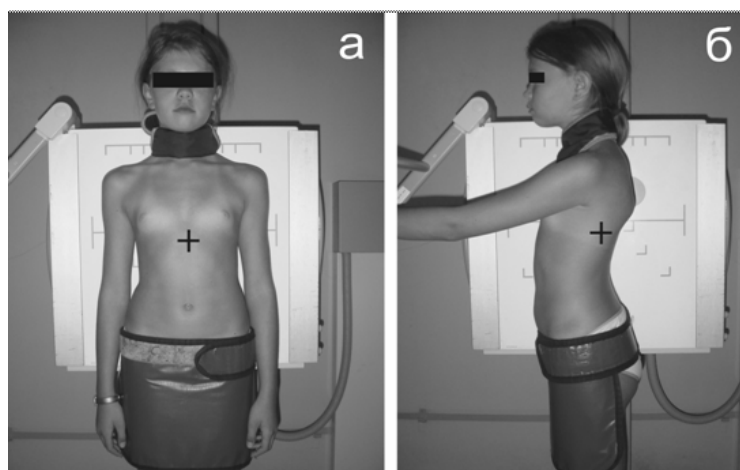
Положение пациента при передне-задней (а) и боковой (б) рентгенографии позвоночника. Крестиком обозначено место центрирования луча
